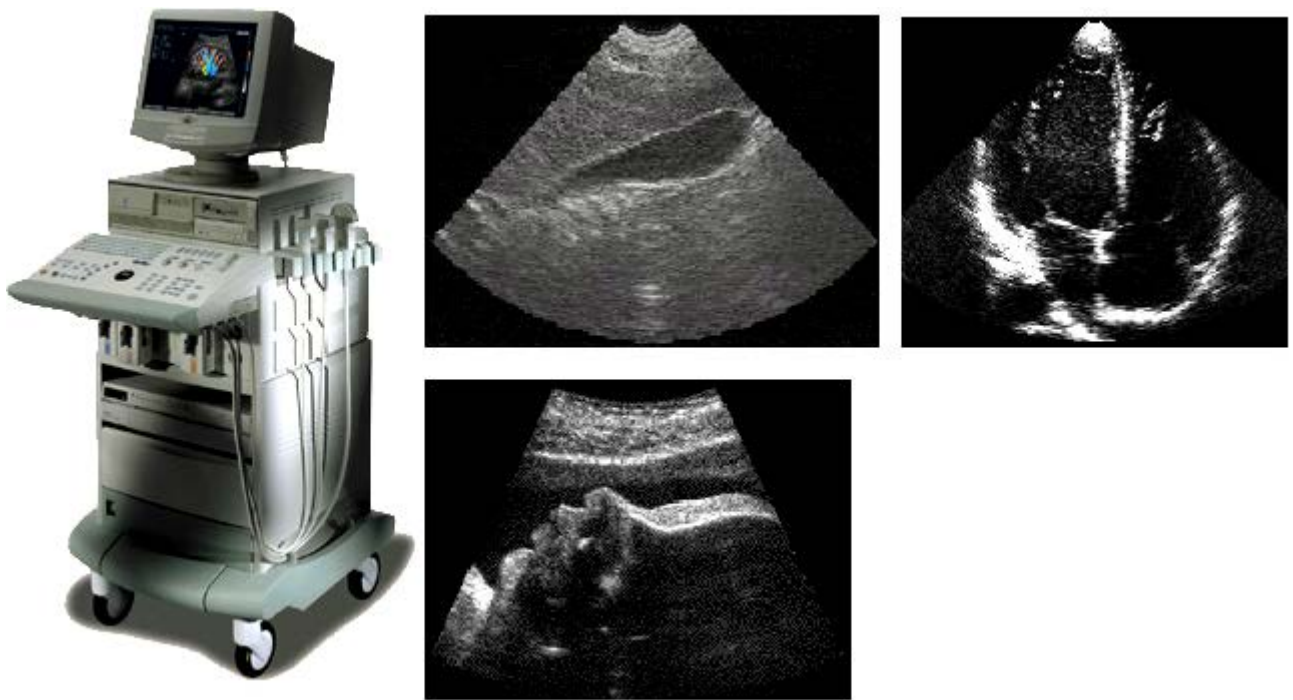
A gauche, un échographe ([Web2]). A droite, plusieurs exemples d'images ultrasonores : vésicule (en haut à gauche), cœur (en haut à droite) ([Ouv16]), et tête de fœtus ([Web 8]).
